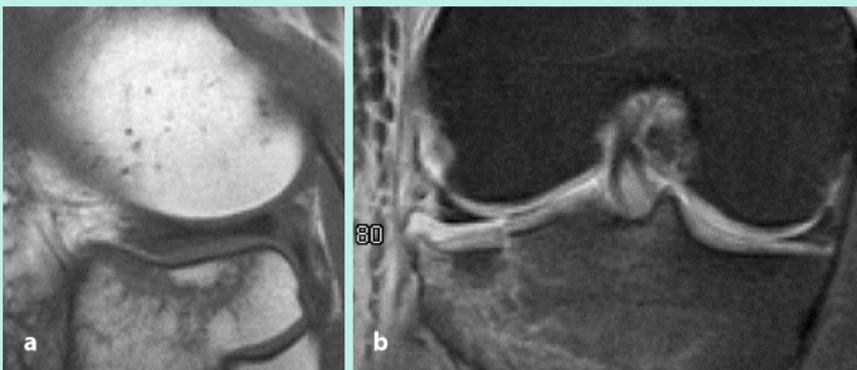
▲ Mikrofraktur, sagittales T1-W-Bild (a) und koronares fettunterdrücktes Bild (b) mit osteochondraler Mikrofraktur im lateralen Tibiaplateau mit Begleitödem (Läsion war im Röntgen nicht zu erkennen)
